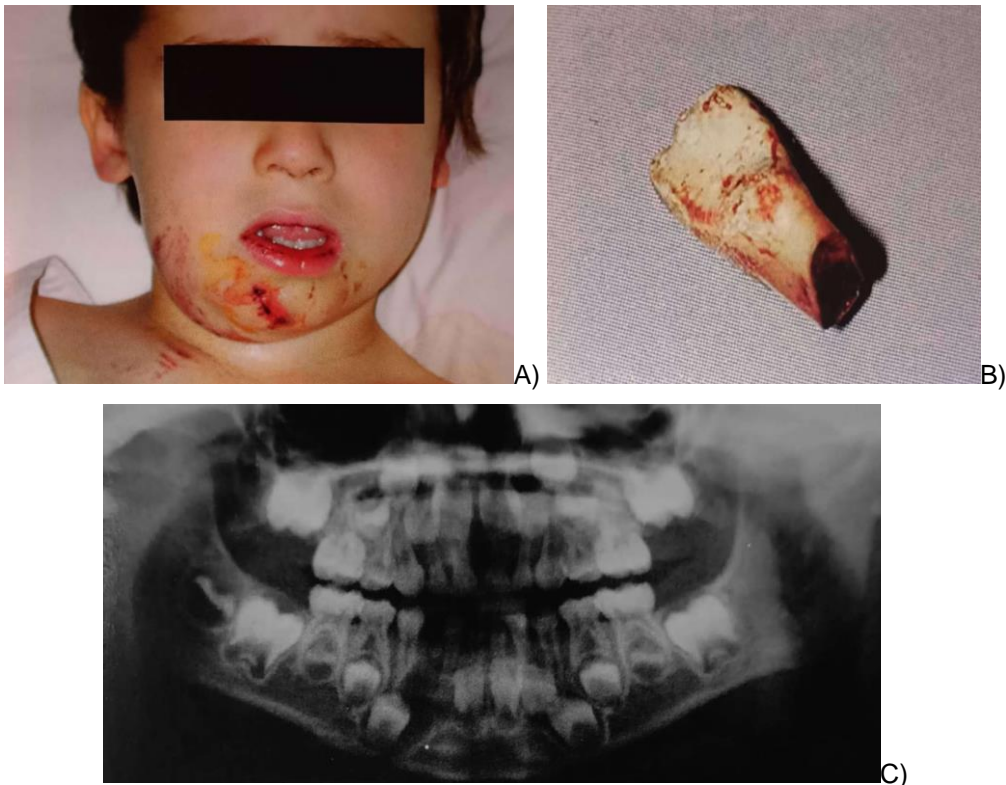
Niño de 5 años de edad que sufrió una patada de caballo, provocando una fractura mandibular. B) Fotografía de la retención del incisivo lateral inferior permanente en la línea de fractura. C) Ortopantomografía que muestra fractura mandibular parasinfisaria del lado derecho.
